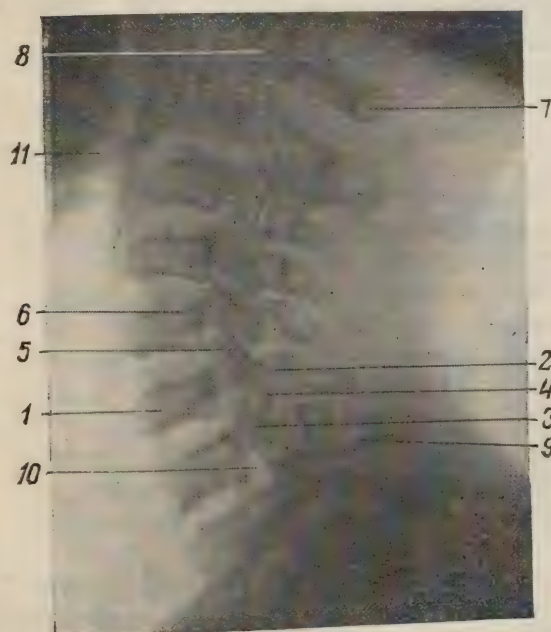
Рентгенограмма шейного отдела позвоночника женщины 30 лет (боковая проекция).
